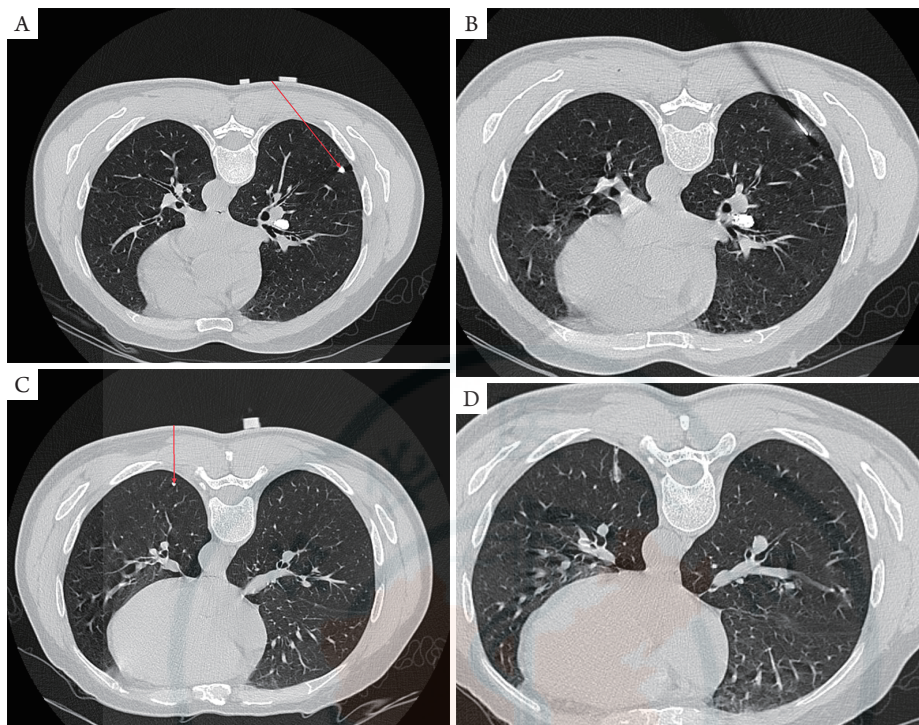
穿刺手术机器人辅助肺多发结节活检临床案例。男性患者，54岁，双肺肺结节活检，病灶1位于右肺下叶（1.0 cm × 0.9 cm），病灶2位于左肺下叶（0.8 cm × 0.8 cm）；病灶1（A）和病灶2（C）穿刺手术机器人手术规划系统界面显示规划路径（红色所示）；病灶1（B）和病灶2（D）完成穿刺定位后CT扫描验证
